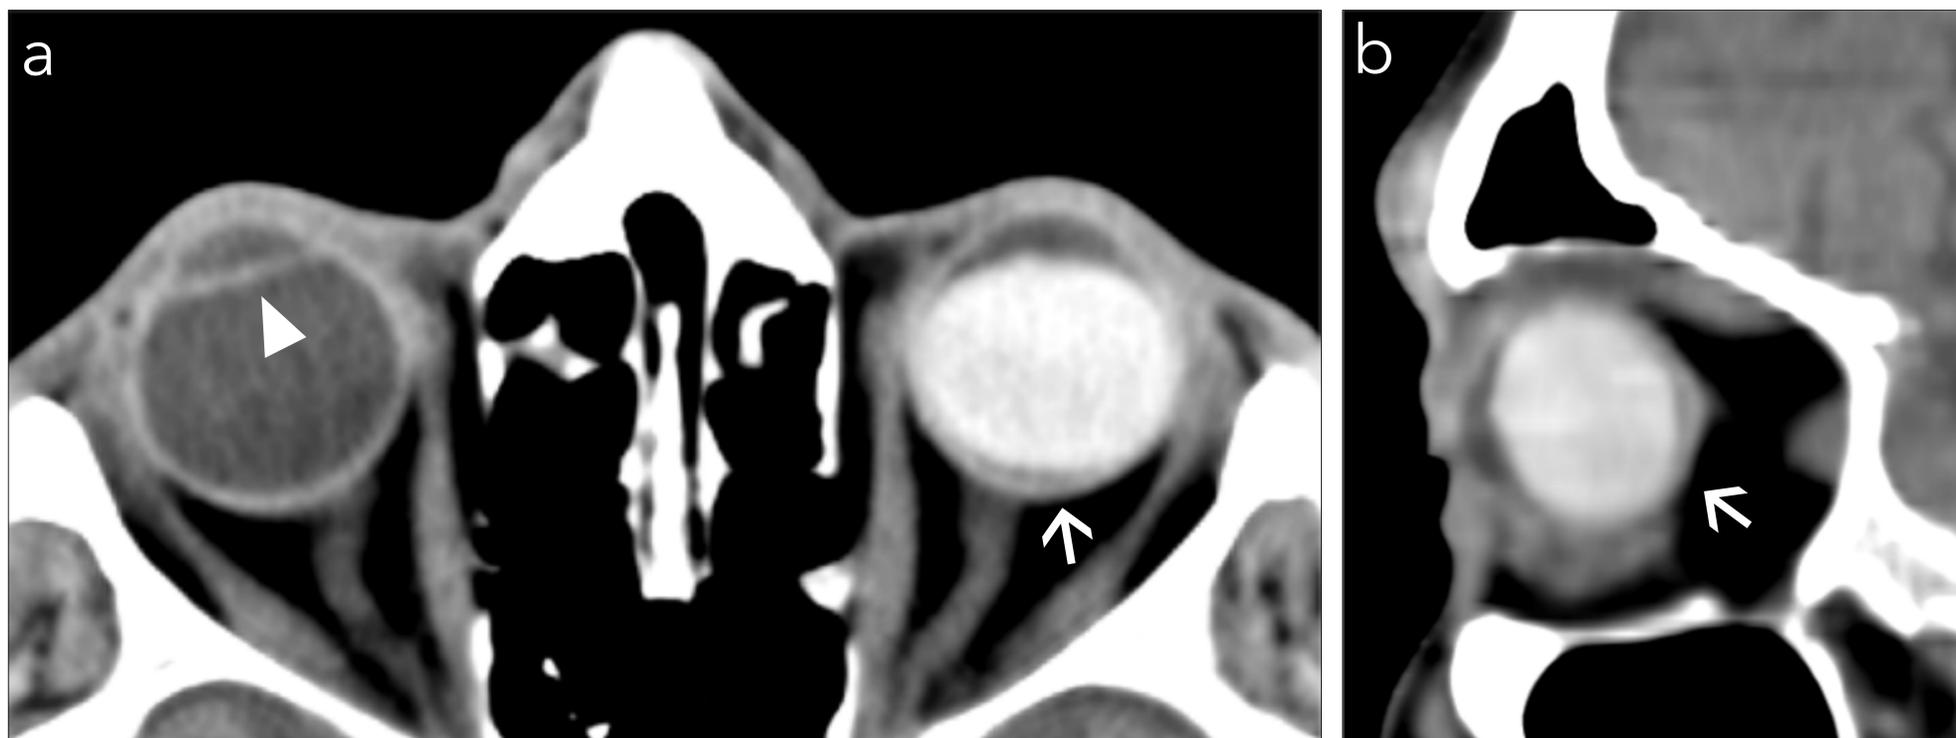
Vitrectomía y taponamiento intraocular izquierdo con aceite de silicona en un paciente con desprendimiento de retina. Cortes axial (a) y sagital (b) de TC que muestran un área hiperdensa intraocular izquierda correspondiente al aceite de silicona (flecha). En el corte axial adicionalmente se observa un LIO implantado en el ojo derecho (cabeza de flecha).
